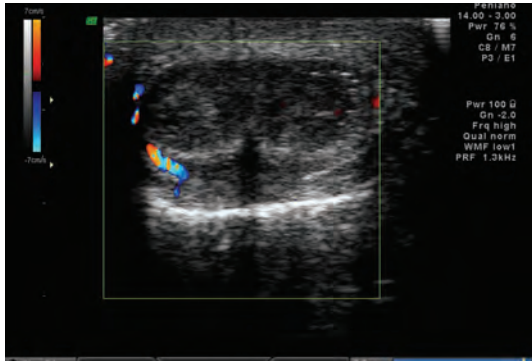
55 – Eco-Doppler peniano com prova vasoativa com 20 µg de PGE₁, realizado num doente submetido a cirurgia de *Winter* há 3 meses, revela PSV normais e índices altos de EDV com valores de IR no limite do normal, traduzindo ausência de disfunção eréctil de causa arterial e insuficiência do mecanismo venoso de oclusão. No final do exame apenas se verificou um estado de tumescência peniana.
